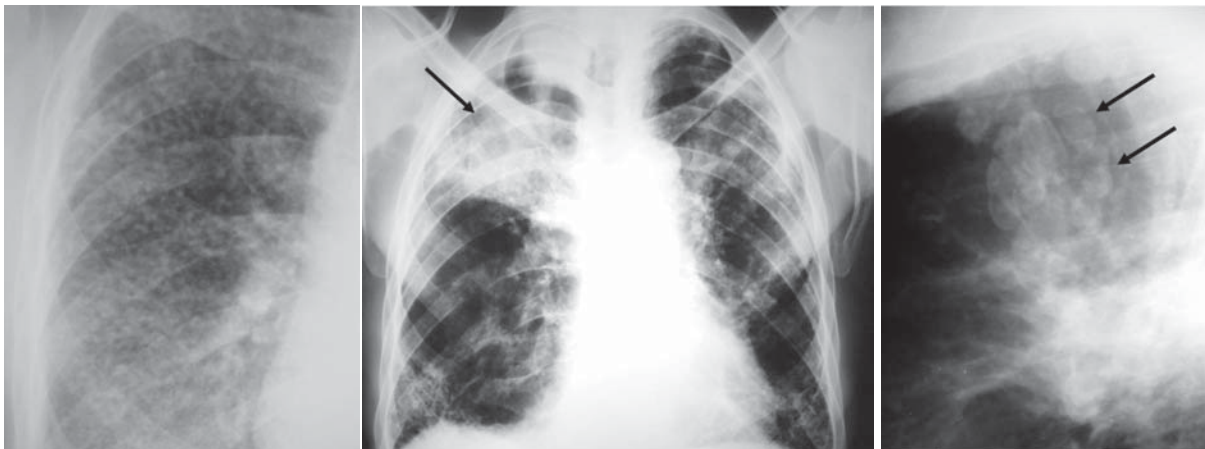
Radiografia simples de tórax de indivíduo exposto à sílica, demonstrando múltiplos nódulos menores que 0,5 cm no campo pulmonar superior direito
